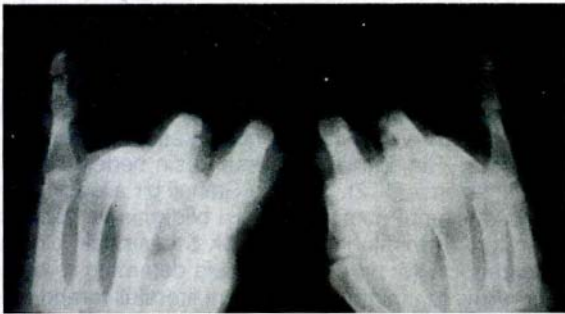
a: Postoperatif dönemde tam kaynamanın elde edildikten sonra sol el 5. parmak grafisi
